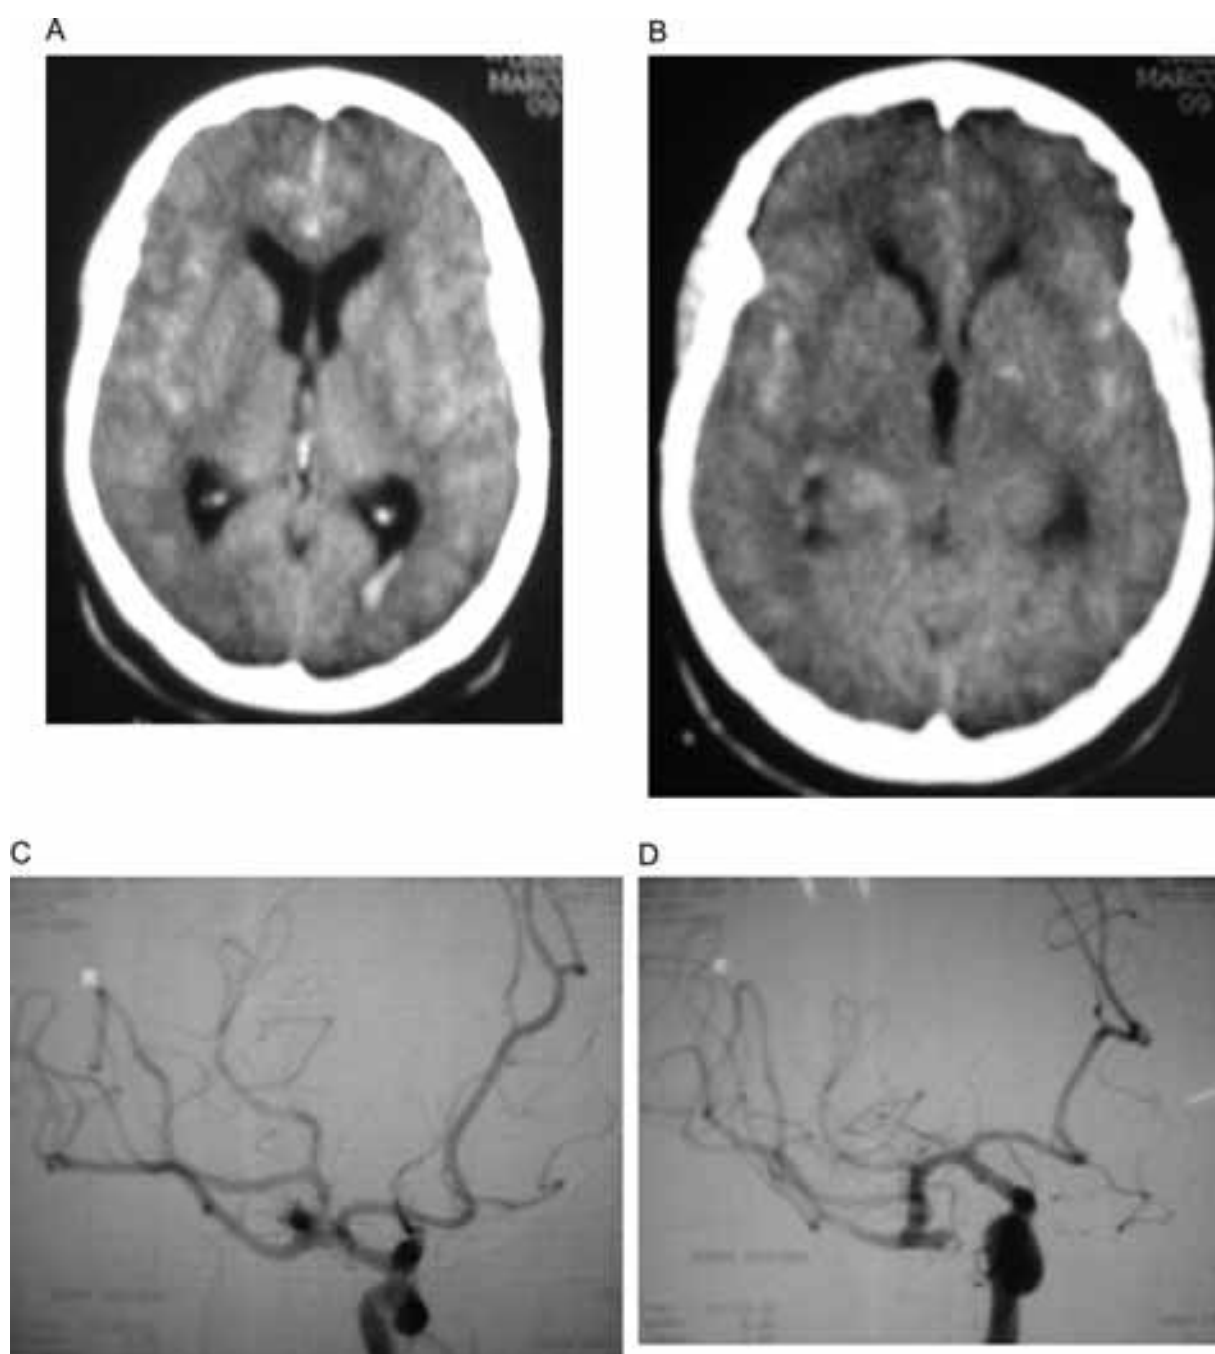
A e B - Tomografia cerebral computadorizada do paciente n.º 14. Fisher 2. Notar a presença de camada fina de hemorragia subaracnóidea nas cisternas (< 1 mm de espessura). C e D - Angiografia cerebral da paciente n.º 14 mostrando a presença de aneurisma na bifurcação da artéria cerebral média direita.
